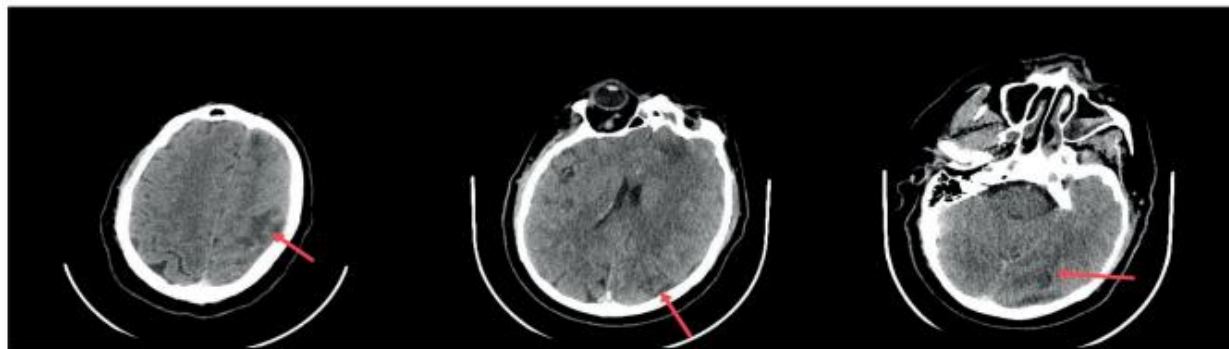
Contrast-enhanced CT scan highlights new hypodense lesions in the left cerebral hemisphere frontal, parietal and occipital lobes, with discrete enhancement. The previous lesions are unchanged.
